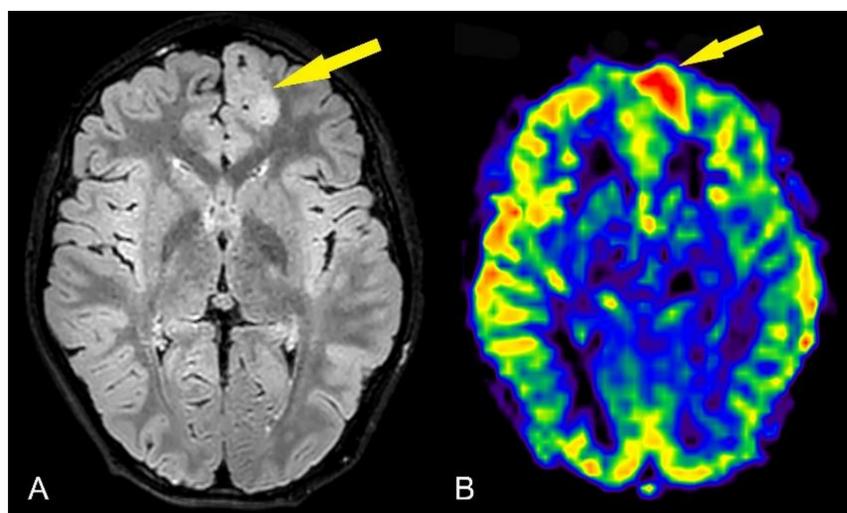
Niño de 11 años con episodios de crisis parciales complejas y descargas focales frontales izquierdas en el EEG. A) En localización parasagital frontal izquierda se identifica un engrosamiento mal definido de la cortical con discreta hiperintensidad en FLAIR y pequeños focos milimétricos de aspecto quístico. B) En el mapa de ASL se identifica un aumento del flujo en la lesión que traduce actividad del foco epileptógeno (flecha). En este caso la lesión fue etiquetada como tumor disembrionárico neuroepitelial (DNET).
